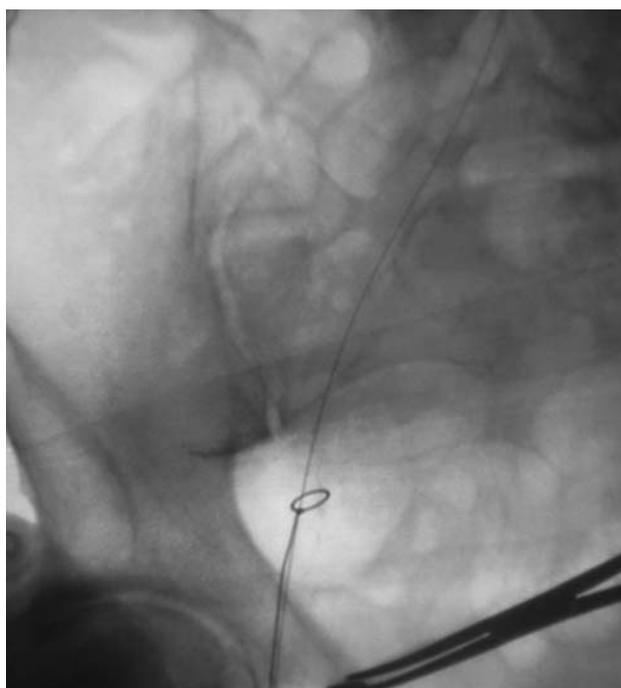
Выполнение петлевой эндартерэктомии из правой наружной подвздошной артерии по проводнику под рентгеноскопическим контролем.
